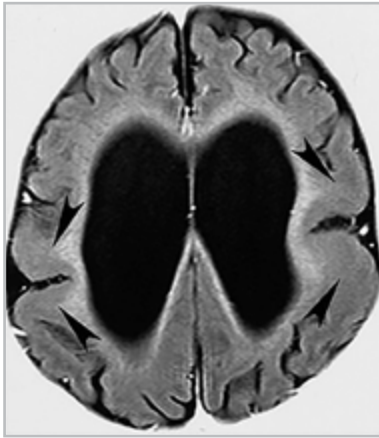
МРТ в аксиальной проекции. Больной Р., 7 лет. Фрагментарная пахигирия с симптоматической генерализованной эпилепсией и грубой задержкой психоинтеллектуального развития
